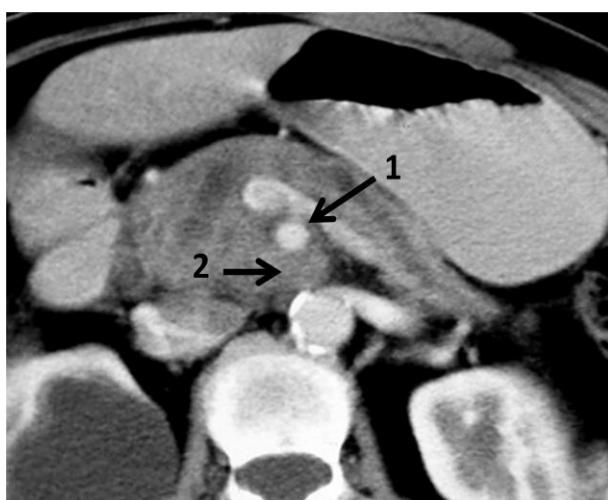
Tomografía axial computada que muestra la arteria mesentérica superior (1) rodeada de un tejido blando (2) que corresponde a invasión tumoral
